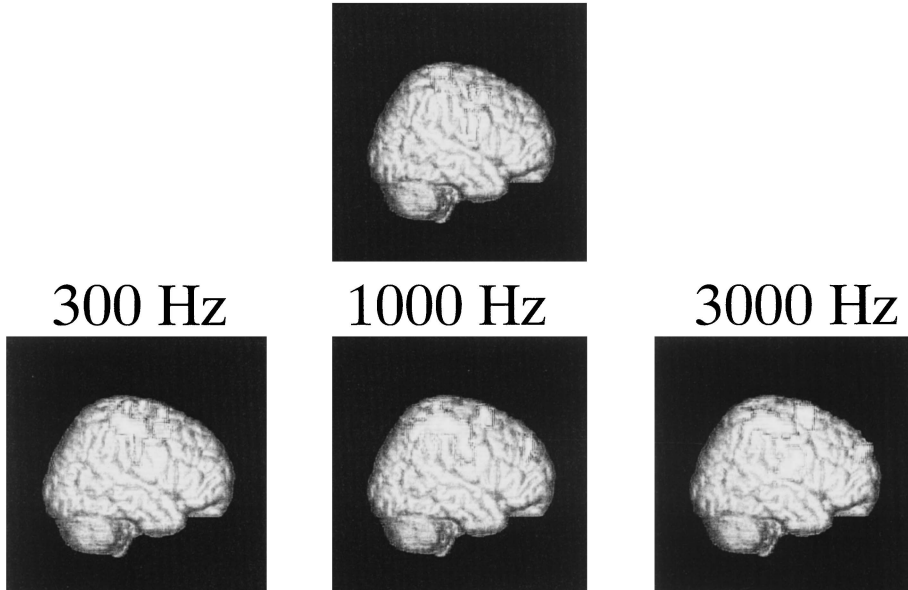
Result of SPM analysis. Functional MTC images were analyzed using SPM analysis without the off-resonance irradiation and with the off-resonance irradiation varying the off-resonance irradiation frequency from 300 to 3000 Hz.
